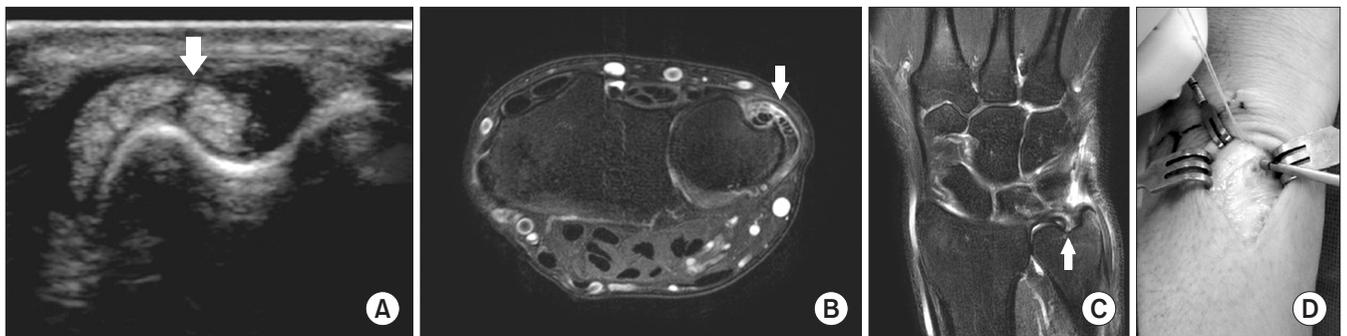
A 45-year-old male patient with extensor carpi ulnaris (ECU) dislocation. (A) Dynamic ultrasound showed ECU subluxation and split tear (white arrow). On magnetic resonance imaging, (B) axial image showed ECU subluxation and split tear (white arrow), and (C) coronal image shows triangular fibrocartilage complex 1C tear (white arrow). (D) The ruptured fibro-osseous sheath was fixed with anchor suture.
